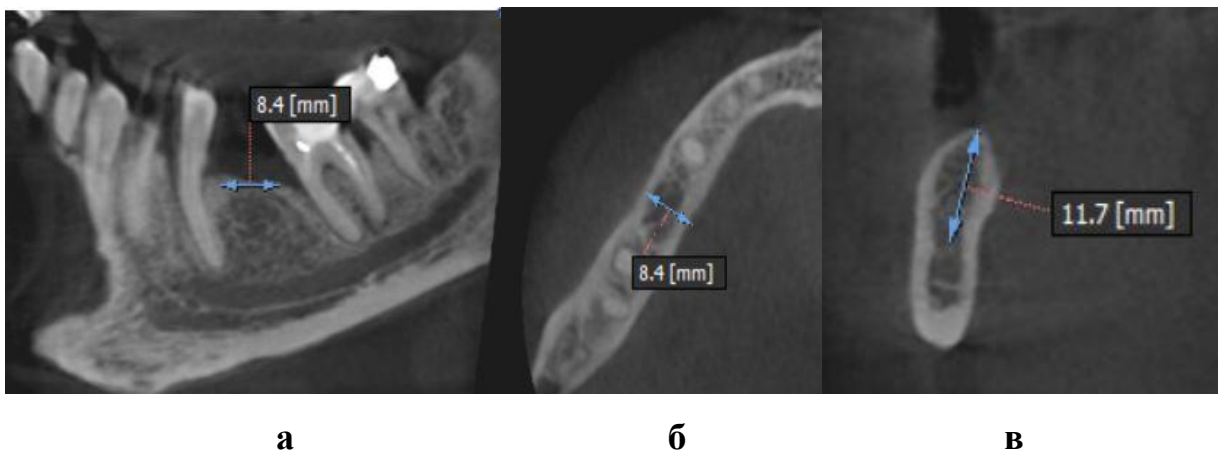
Рентгенограммы нижней челюсти.
